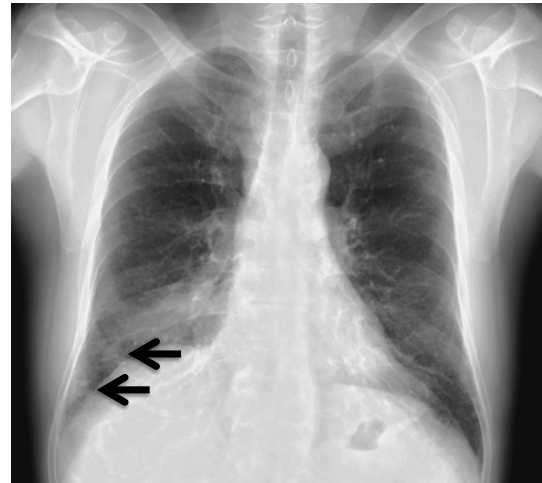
A chest radiograph showed two nodules (arrows) in the right lower field.
